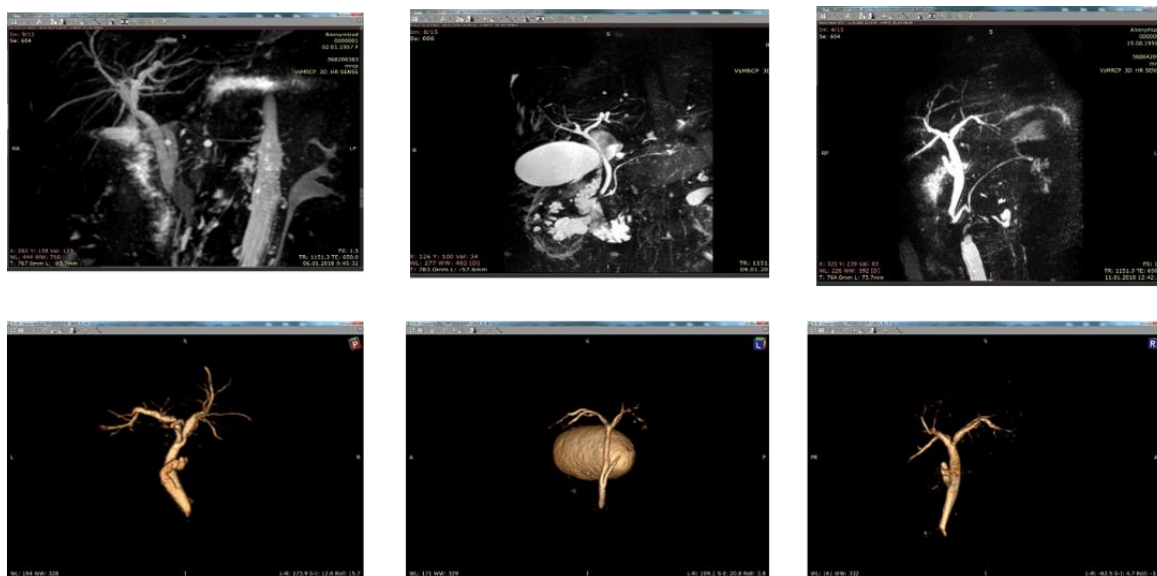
МРТ-изображения внепеченочных желчных протоков и их трёхмерная визуализация
